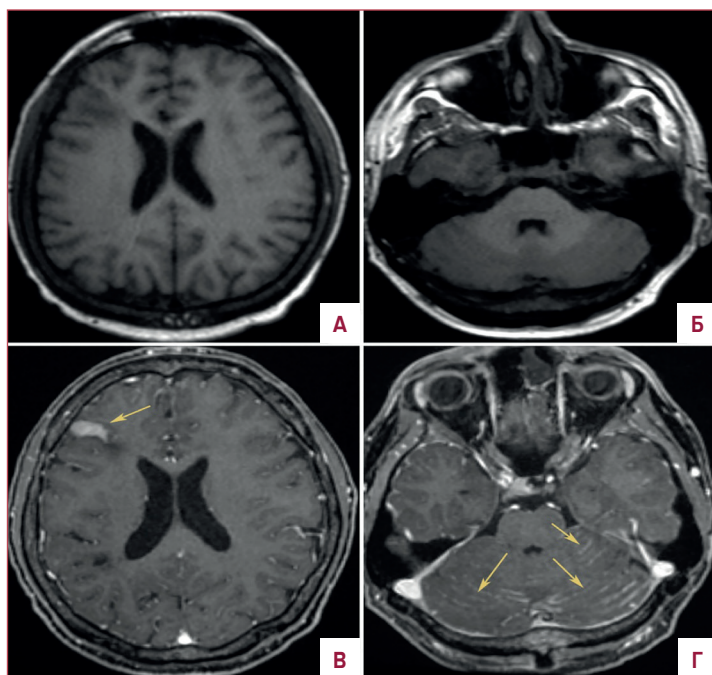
МРТ головного мозга в аксиальной плоскости — T1 ВИ на соответствующих уровнях до (А, Б) и после контрастного усиления (В, Г) парамагнетиком. После контрастирования наблюдается хорошо заметное повышение МР-сигнала от патологического участка по ходу борозды в лобной области справа (В, стрелка) и по ходу борозд обоих полушарий мозжечка (Г, стрелки)
